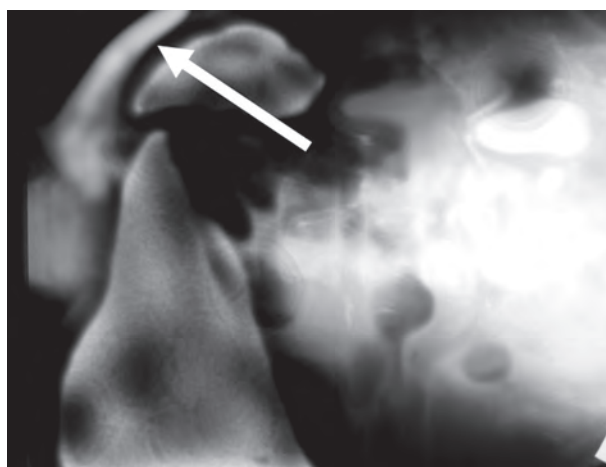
Симптом Юдина – полоска газа между контуром селезёнки и брюшной стенкой при латеропозиции пациента с прободной язвой (данные рентгенологического исследования – томограммы)
